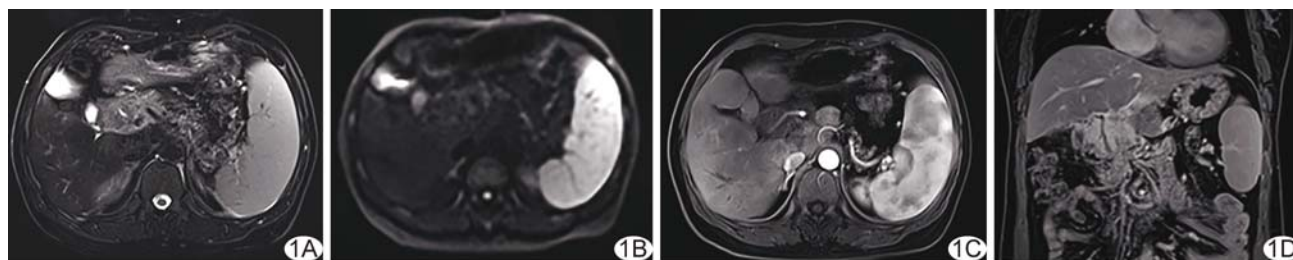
肝内外胆管 HP MRI 表现 A. 轴位脂肪抑制 T2WI 病变呈稍高信号; B. 轴位 DWI 病变呈稍低信号; C. 轴位增强 T1WI 动脉期病变呈轻度强化; D. 延迟期冠状位增强 T1WI 病变与正常胰腺信号强度大致相等
